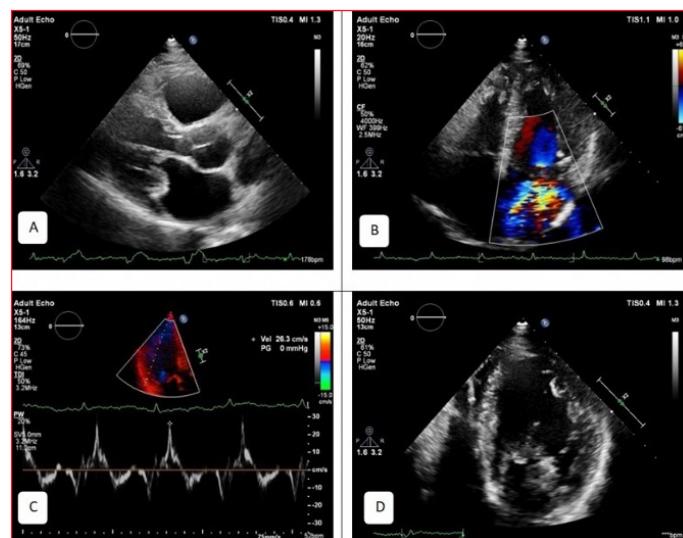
A-D. (A) The echocardiographic examination showing bi-leaflet MVP and MAD in the parasternal long-axis view; (B) Color Doppler image showing eccentric severe mitral regurgitation in the apical four-chamber view; (C) TDI of basal lateral wall showing high-velocity mid-systolic spike with S':26.3cm/s as "the Pickelhaube sign"; (D) Left ventricular trabecula is observed starting from basal of lateral wall extending to apical segments in the apical four-chamber view.
